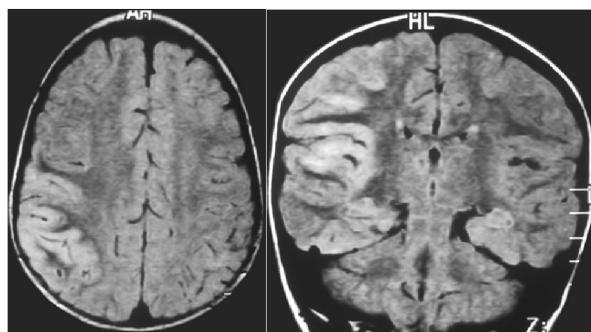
A y B. Cortes axiales y coronales en FLAIR. Se visualiza engrosamiento y aumento de la señal de la corteza temporoparietal derecha (caso N° 5).
